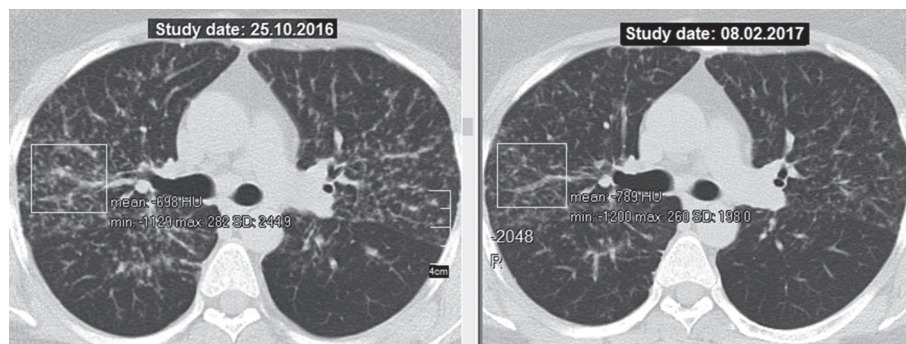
КТ больной К. (ЕМК 75021949), саркоидоз органов дыхания, II стадия; слева — до назначения лефлуномида, справа — через 3 мес лечения лефлуномидом: уменьшение плотности узелковой диссеминации легких (денситометрия паренхимы до лечения — (-698 HU), через 3 мес терапии — (-789 HU)).
